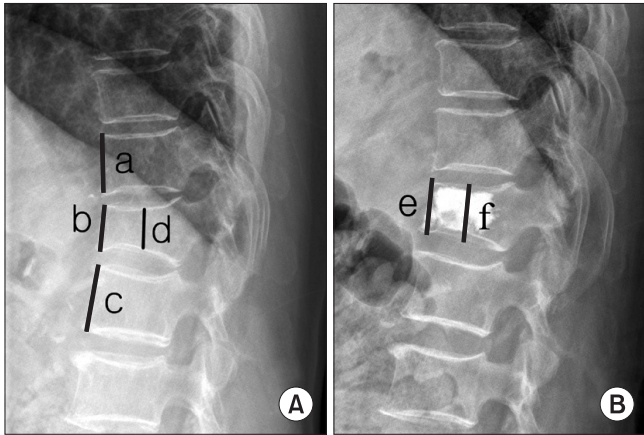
The method of estimation of vertebral body height restoration rate. (A) Preoperative radiograph; (B) postoperative radiograph. Vertebral body height before compression fracture (Y); $Y=(a+c)/2$. Anterior height restoration rate (AR); $AR=(e-b)/Y \times 100(\%)$. Middle height restoration rate (MR); $MR=(f-d)/Y \times 100(\%)$.
